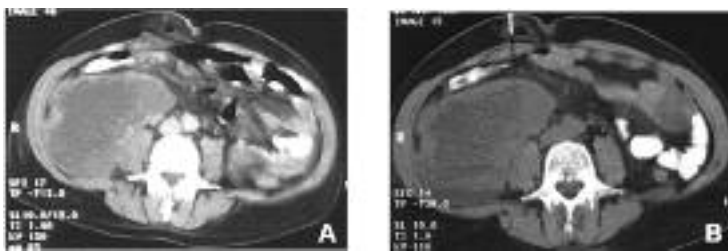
A) Tomografía computada con contraste por vía oral y endovenoso. Gran absceso retroperitoneal con origen en el músculo psoas derecho. B) Id. Punción diagnóstica.
